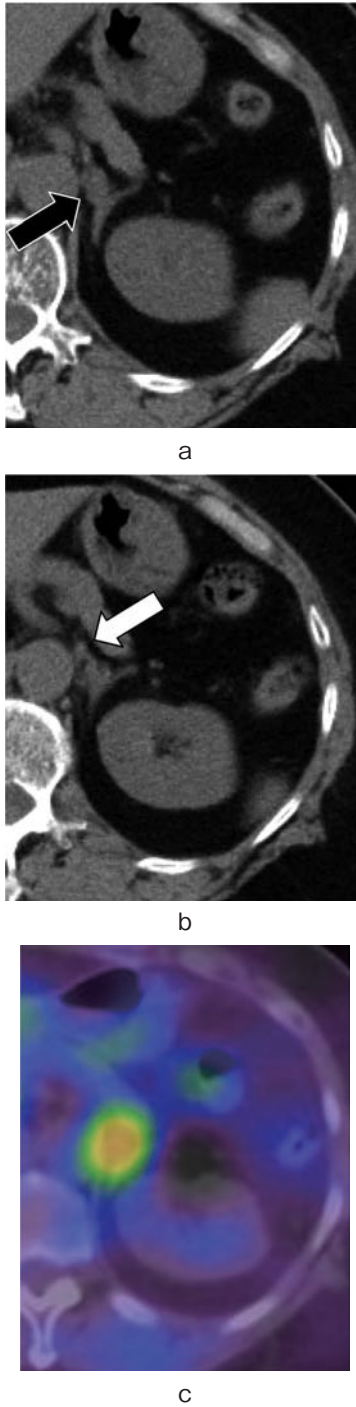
a: CT showed a tumor 12×8 mm in size in the left adrenal gland (black arrow). b: Retrospectively paraortic tumor of 6 mm in size was located between the aorta and adrenal gland (white arrow). c: The area around the left adrenal gland showed marked uptake in MIBG scintigraphy.
